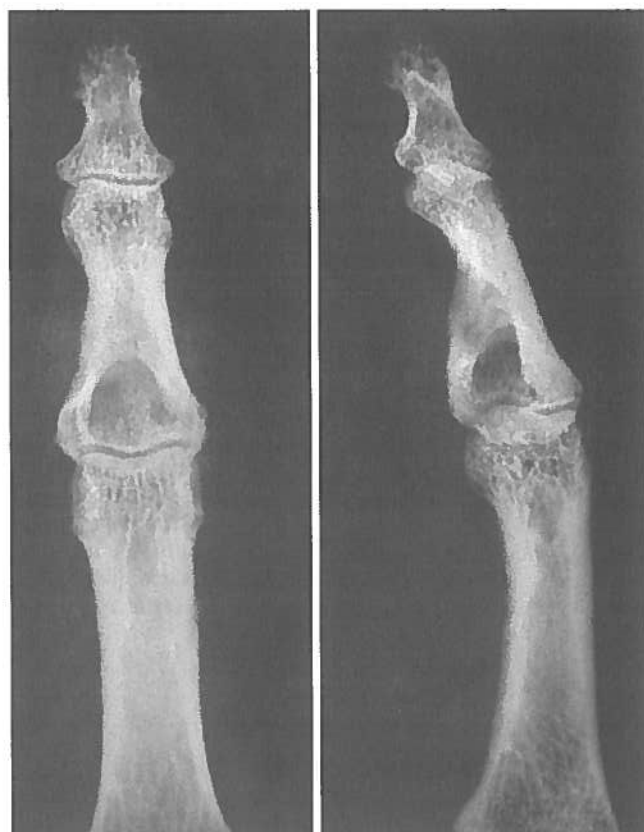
Röntgenaufnahme dorso-palmar und schräg-seitlich. Basisnahe zystische Aufhellung im Bereich des Mittelglieds des dritten Fingerstrahls.
